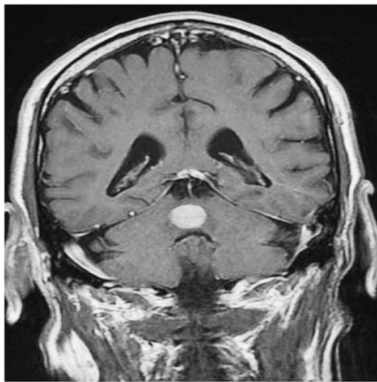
Estudio de RM en secuencia T1 con Gadolinio que muestra una lesión solida en vermes cerebeloso como deposito secundario de CP. (8)
